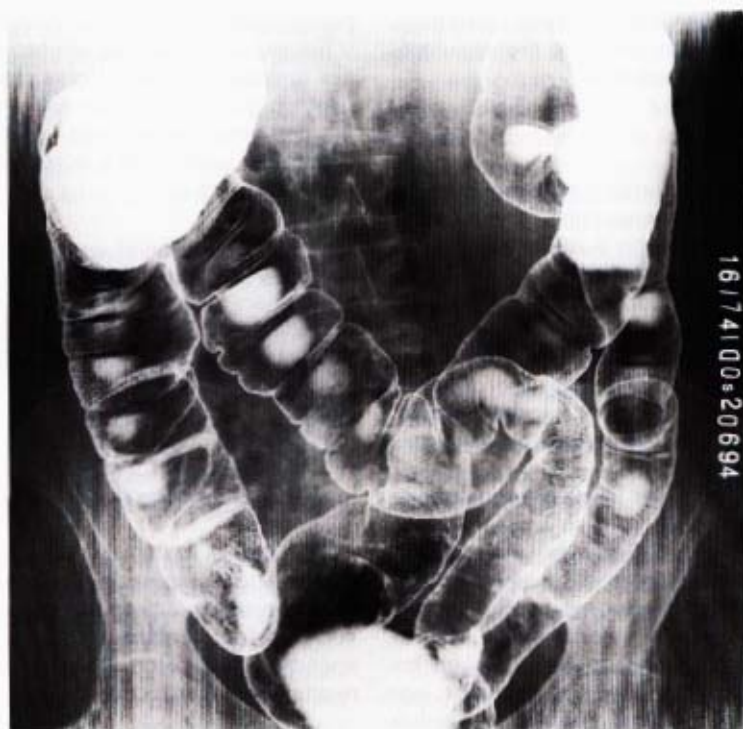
Radiografía del marco cólico completo por técnica de doble contraste. Las ramas de los ángulos cólicos están superpuestas, requieren un enfoque especial. (Dr. Pecantet.)
